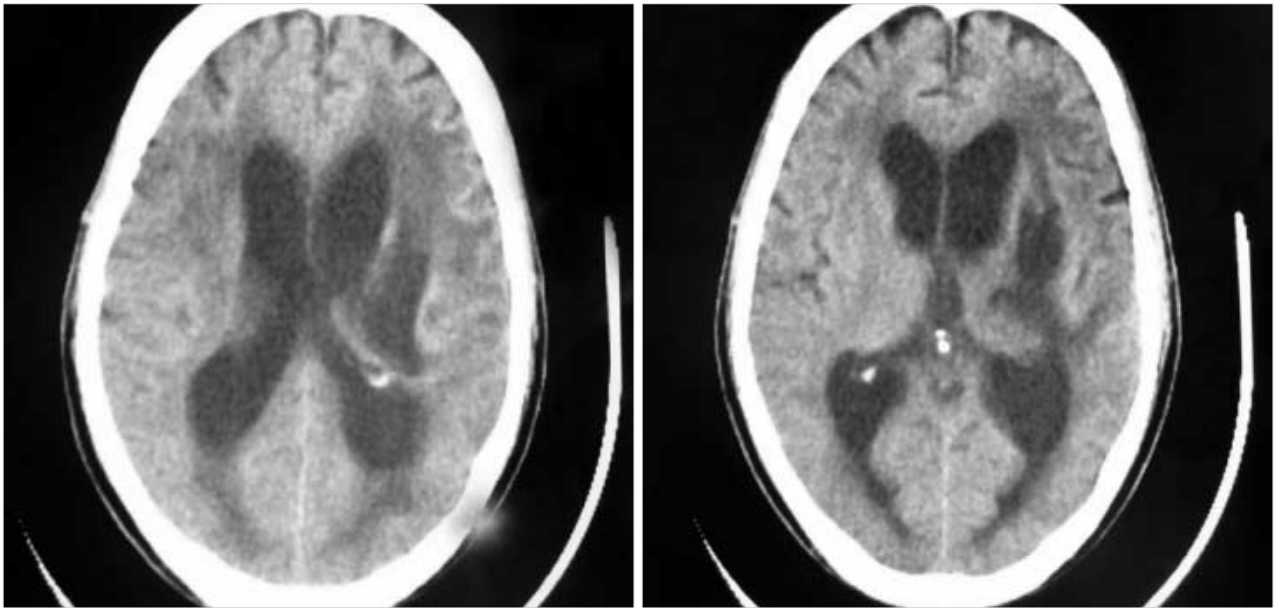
Brain CT show low densities on left BG, frontoparietal area, bilateral periventricular area.
